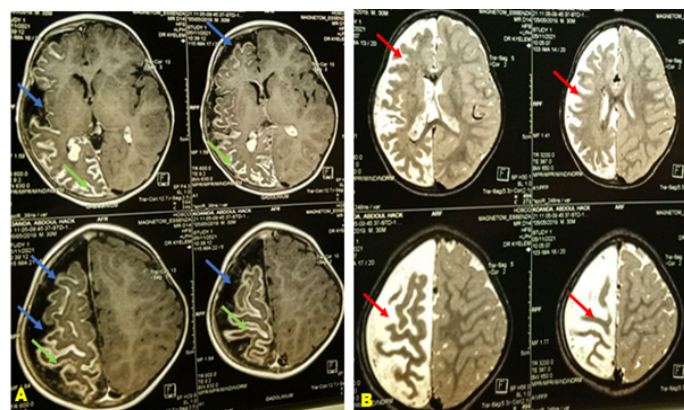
IRM cérébrale sur des séquences T1 en coupe axiale
